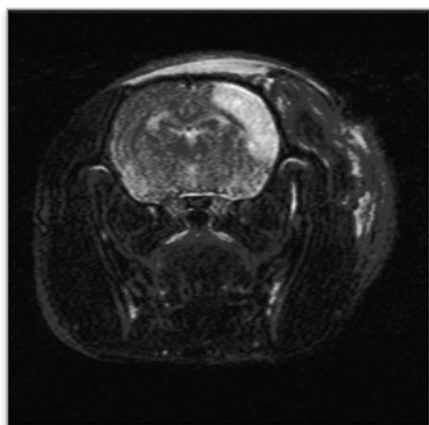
Imagen de resonancia magnética en T2 tomada 24 horas tras la isquemia.
